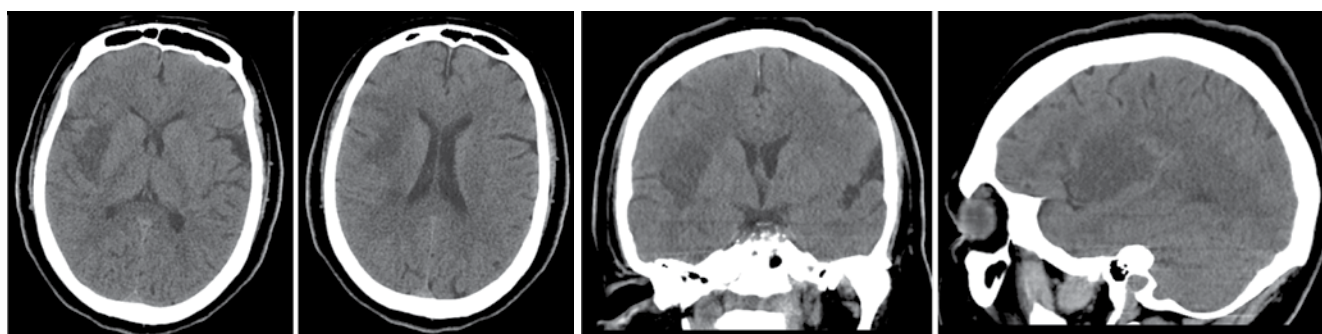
КТ головного мозга пациентки Ф. через 7 сут после поступления в РСЦ
